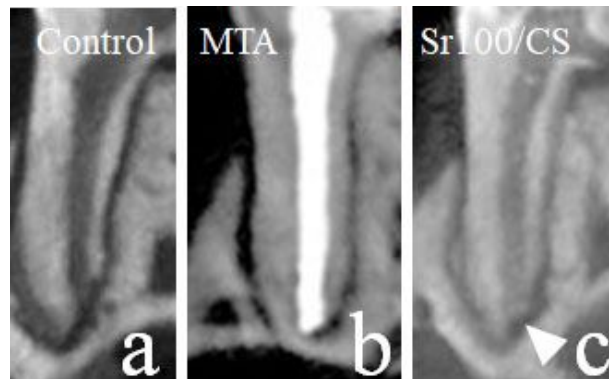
根充 4 週間後のラット上顎第一臼歯近心根のマイクロ CT 画像
